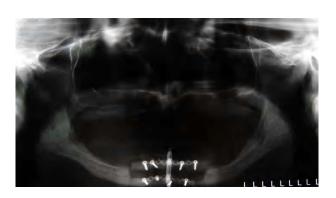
Radiografia panorâmica realizada após o término do período de ativação, na qual se observa a separação entre os segmentos ósseos e o alongamento ósseo vertical de 9 mm.
